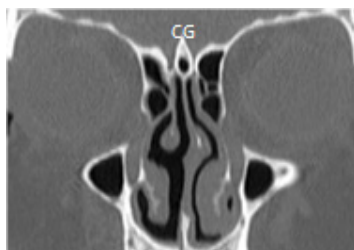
Corte coronal de TC revelando crista galli (CG) pneumatizada (janela óssea).
